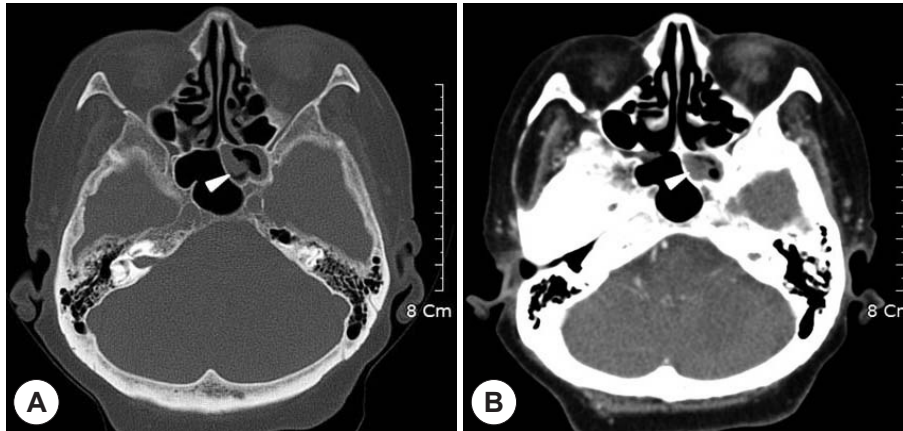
On pre-op computer tomography, soft tissue density indicating mucosal thickening of the left sphenoid sinus was observed (A, white arrow), soft tissue was not enhanced on contrast (B, white arrow).
